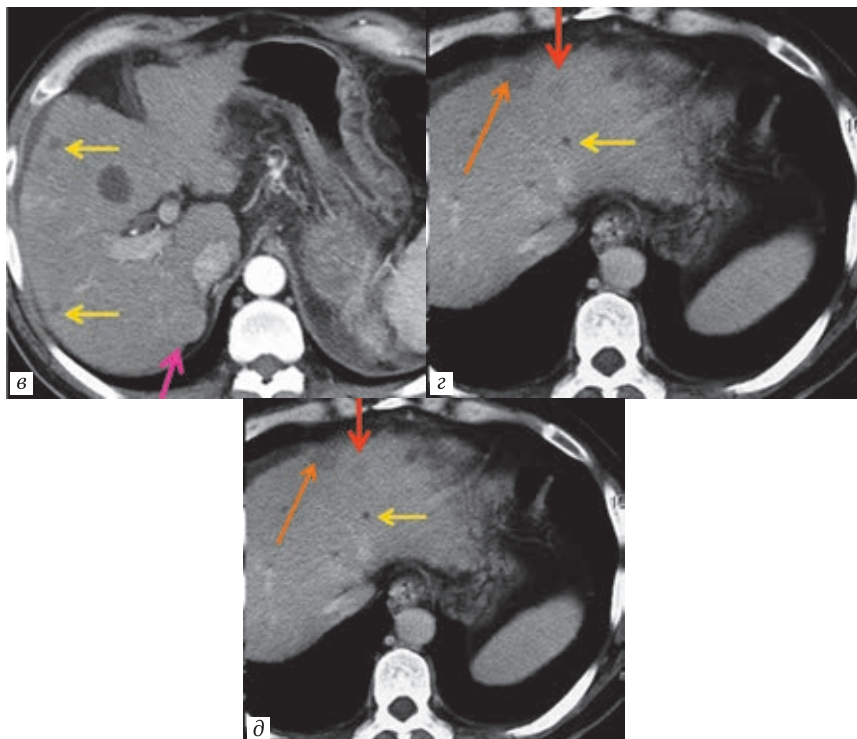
Пациент Б. 57 лет. МСКТ органов брюшной полости с внутривенным контрастированием: *а* — преконтрастная (нативная) фаза. Признаки цирроза печени — бугристые контуры, увеличение размеров левой доли, мелкие гиподенсные очаги печени, асцит (голубые стрелки); *б* — поздняя артериальная фаза. Гиперваскулярный очаг во 2 сегменте печени — обозначен красной стрелкой. Мелкие гиповаскулярные очаги на том же уровне — желтая стрелка; *в* — поздняя артериальная фаза. Изоваскулярный очаг в 6 сегменте печени — обозначен розовой стрелкой. Множественные полиморфные гиповаскулярные очаги в правой доле печени — обозначены
